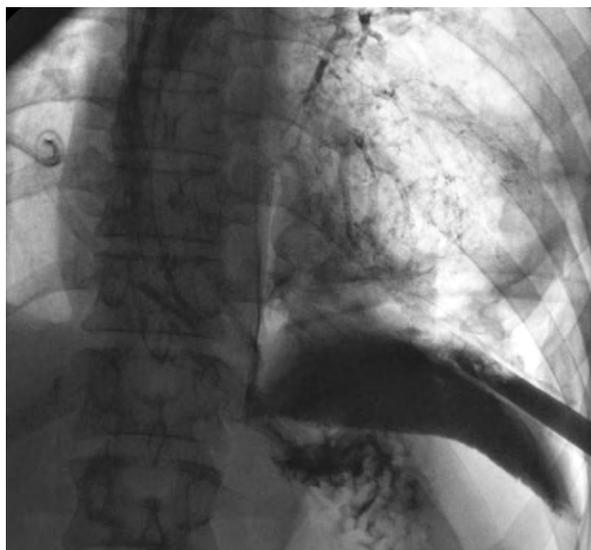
Рентгеноконтрастное исследование пищевода. Затек контрастного вещества в левую плевральную полость
